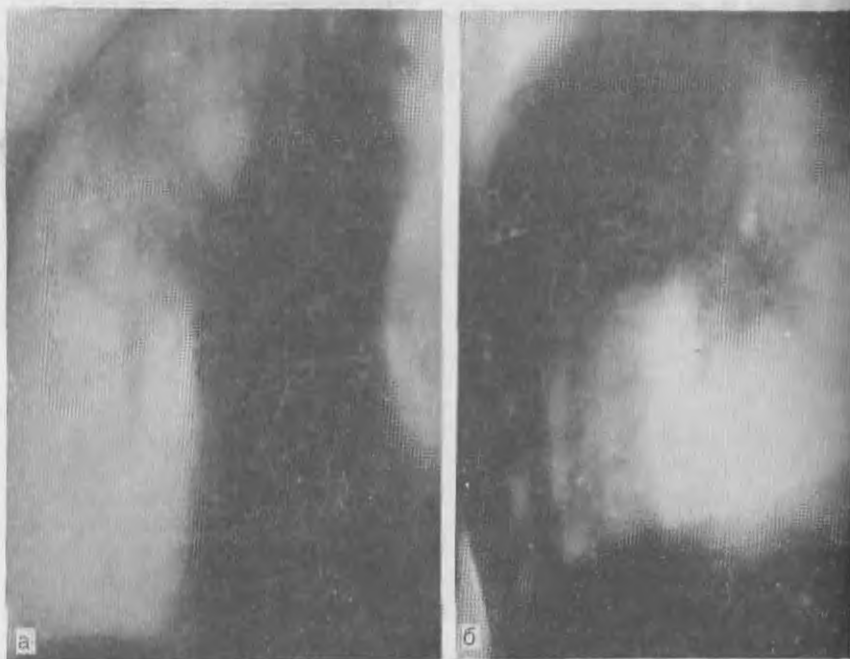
Томограммы (а, б) того же больного.
